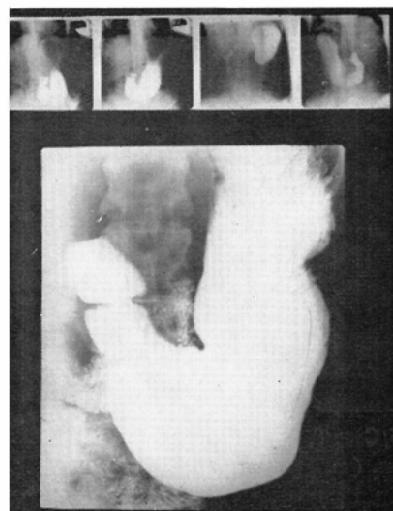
Case 8. small defect of antrum (over. miniature, under. routine X-ray)
